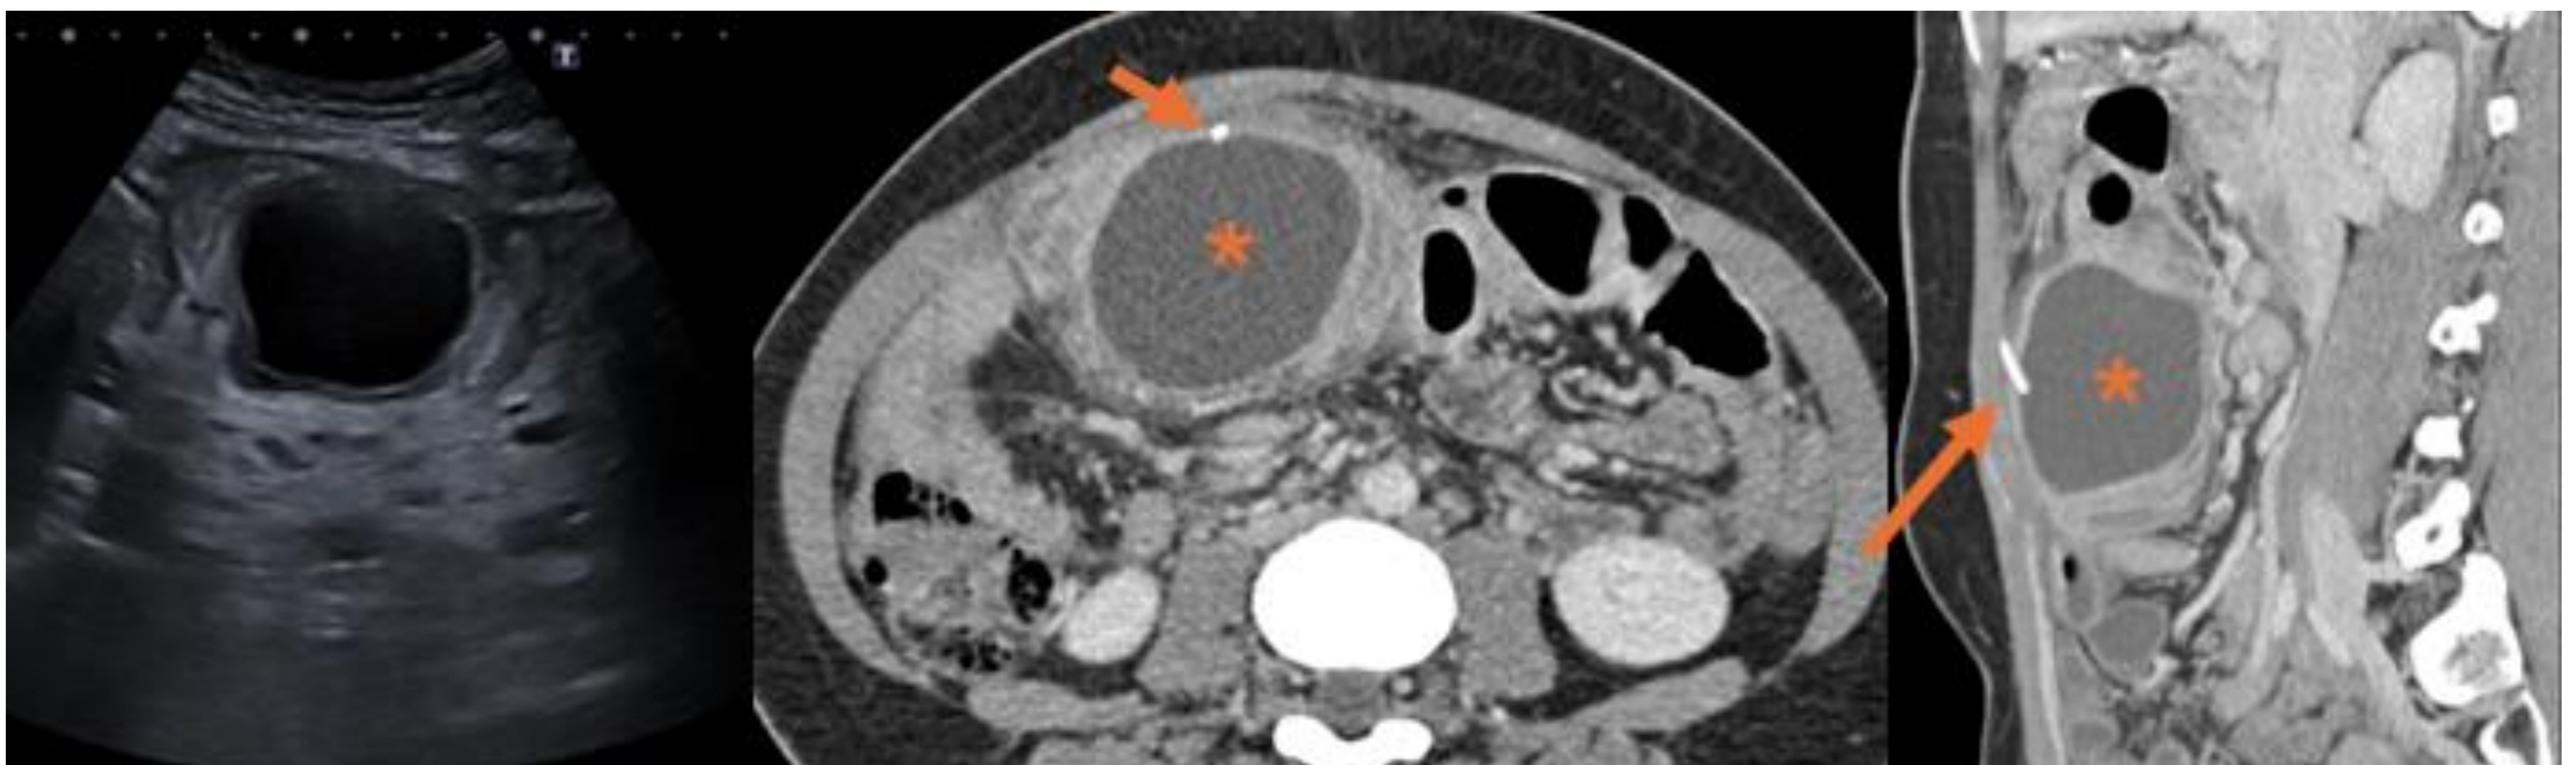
Ecografía: Masa localizada en hipocondrio derecho de paredes gruesas y centro hipoecogénico con refuerzo acústico posterior que sugiere contenido quístico. Cortes axial y sagital de TC con contraste IV: Lesión quística (asterisco) coincidente con punta de catéter de DVP (flechas) y adyacente a un asa de intestino delgado que asocia moderados cambios inflamatorios. Hallazgos en relación con pseudoquiste peritoneal.
